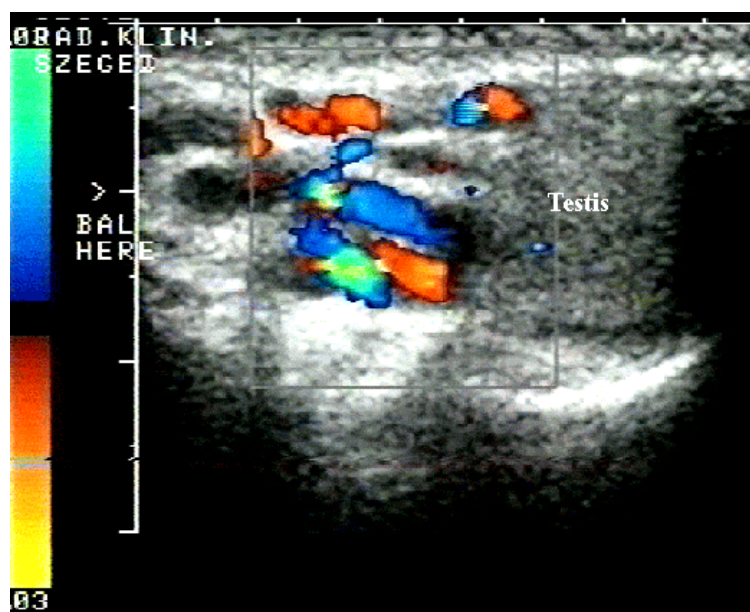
Echodoppler couleur montrant un reflux dans le cordon spermatique évoquant une varicocèle (57).
